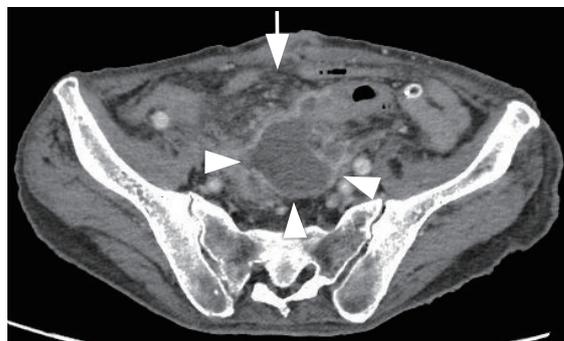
症例3 消化管、脈管に囲まれた骨盤腔内の膿瘍に対して、間欠的な診断CTの撮影下でCTガイド下ドレナージ術が行われた。
